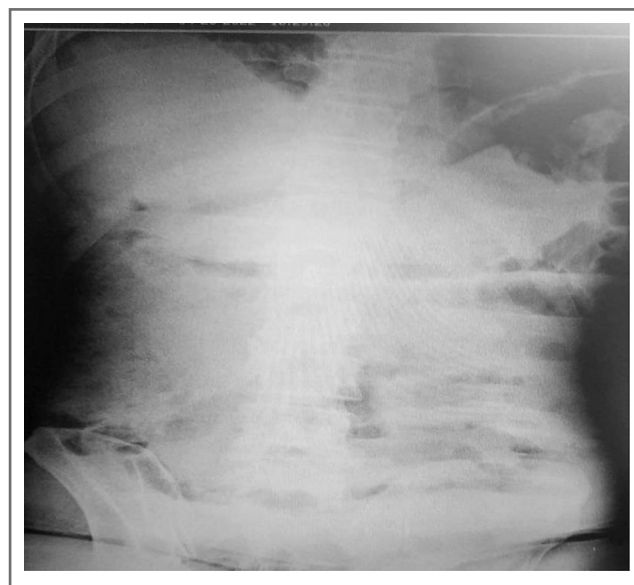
Рентгенограмма органов брюшной полости больного М.
